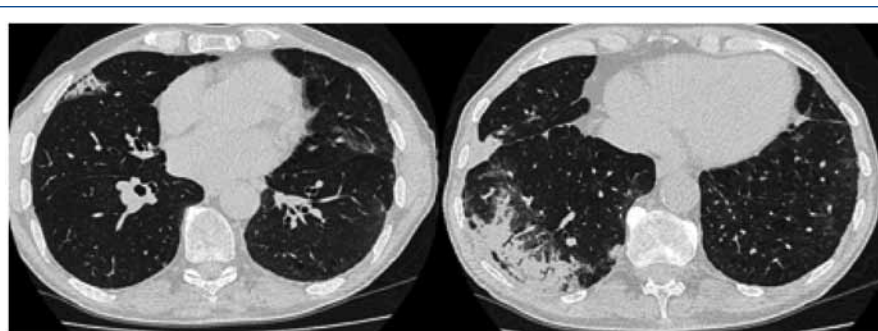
Immagini tomografiche ad alta definizione di COP caratterizzata da consolidamenti multipli bilaterali periferici con aree di vetro smerigliato adiacenti all'addensamento di dimensioni maggiori al campo inferiore di dx.
